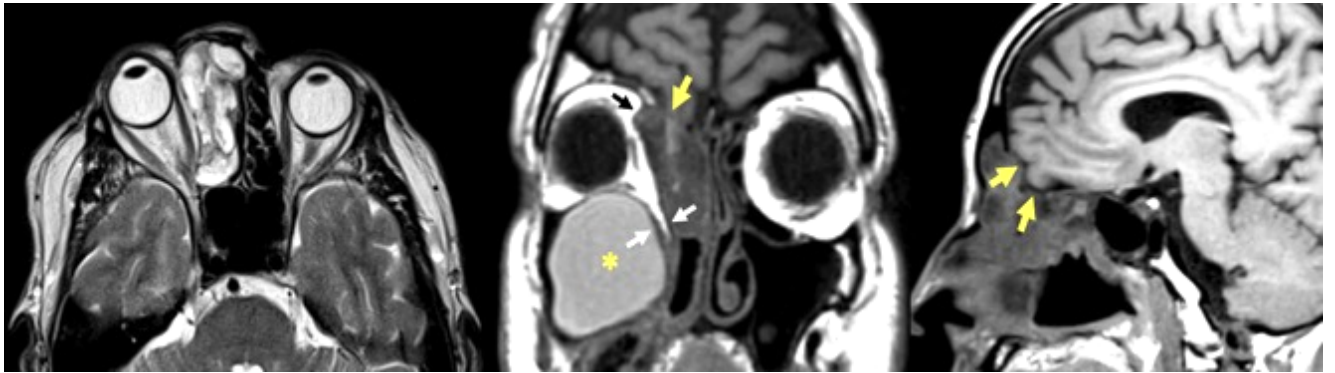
Наблюдение №2. Дооперационная МРТ пациента с амелобластомой верхней челюсти, распространяющейся на основание черепа и в глазницу (черная стрелка). Опухоль занимает решетчатый лабиринт, лобную пазуху, полость носа. Желтыми стрелками указана зона дефекта основания черепа и инфильтрации ТМО. Звездочкой (*) обозначено крупное мукоцеле правой верхнечелюстной пазухи. На снимке в коронарной проекции видно «ущемление» тканей глазницы между опухолью и капсулой мукоцеле (белые стрелки)
